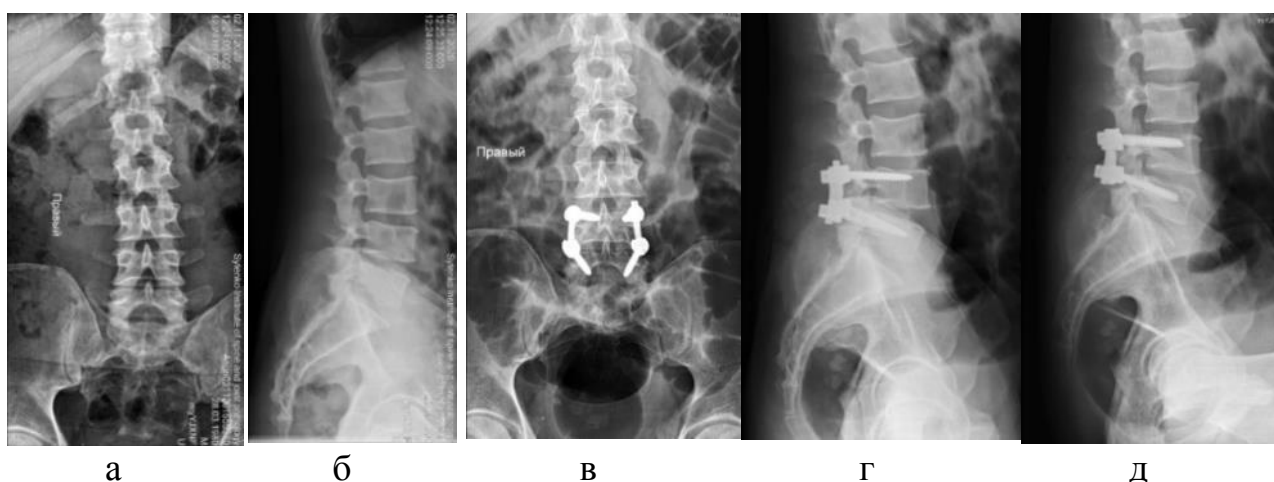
Фотовідбитки рентгенограм хворої Г., 48 років, історія хвороби № 98442, діагноз: Секвестрована грижа міжхребцевого диска $L_{IV}-L_V$. Компресійно-ішемічна радикулопатія L_5 справа з парезом правої стопи: а, б) до хірургічного втручання; в, г, д) після хірургічного втручання (Видалення грижі міжхребцевого диска на рівні $L_{IV}-L_V$. Фіксація сегменту $L_{IV}-L_V$ транспедикулярною конструкцією)
